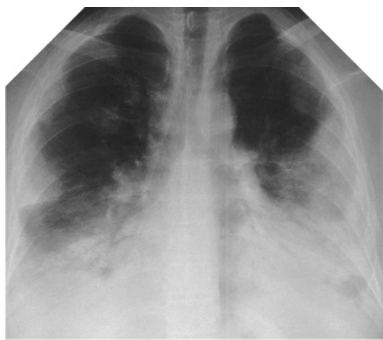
Оглядова рентгенограма пацієнта Ш. 5 доба лікування.
